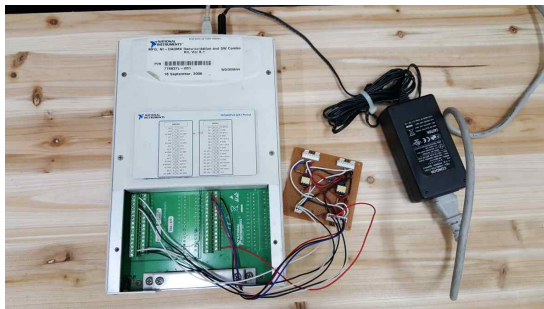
컴퓨터와 X-ray 발생기 간의 DAQ 6251 인터페이스 장치
